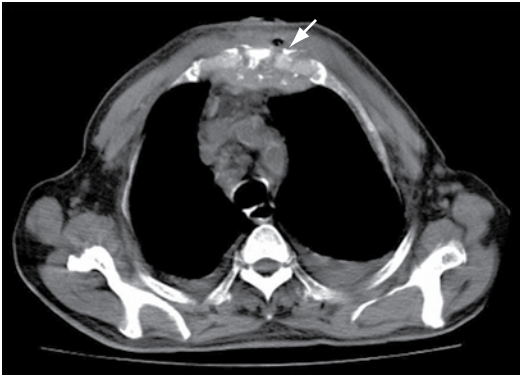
TC de tórax em corte axial, mostrando lesão osteolítica esternal sem invasão mediastinal (seta branca) e derrame pleural bilateral.
